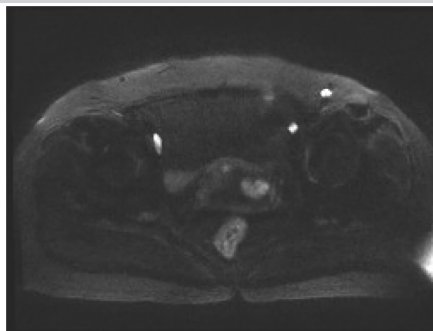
Bilateral iliac vein multiple lymph node metastasis, DWI axis
